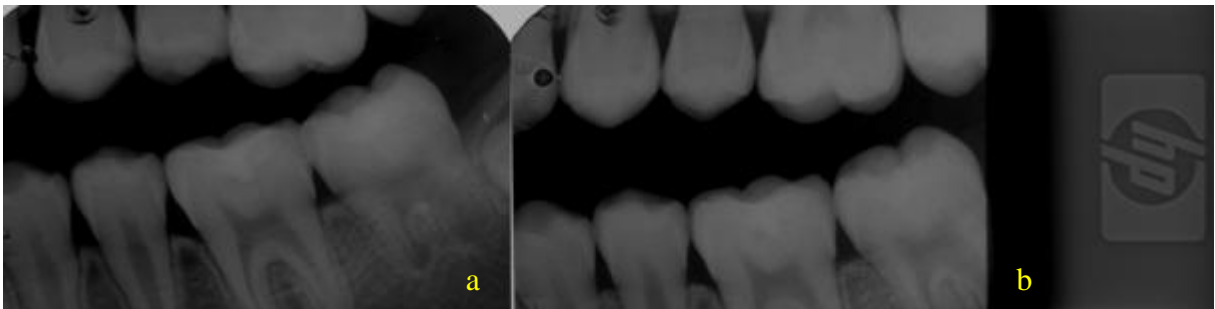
Radiografias interproximais do elemento 36: paciente número 139 nos momentos avaliados; a) imediatamente após as intervenções e em b) após seis meses
